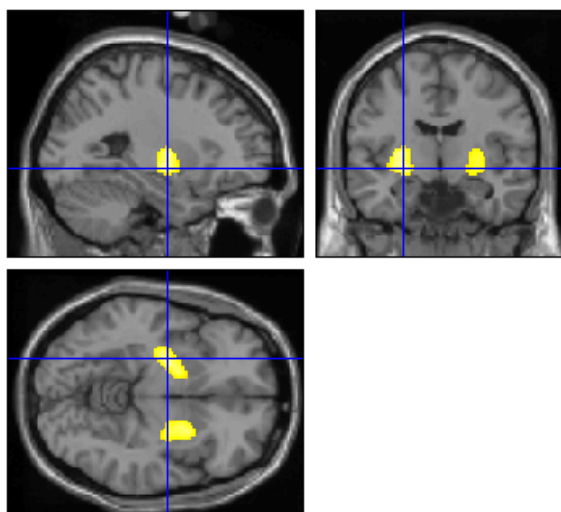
Zonas de menor actividad metabólica en pacientes de esquizofrenia después del tratamiento con clozapina, superpuestas a una RM para su mejor localización.
